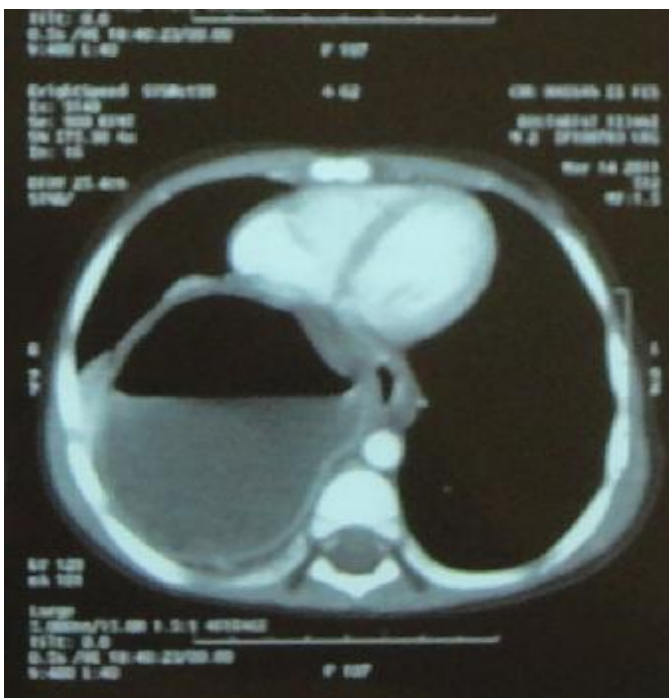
Aspects TDM faisant évoquer un volvulus gastrique avec hernie en intrathoracique du segment volvulé d'aval (dossier 244/100783).
